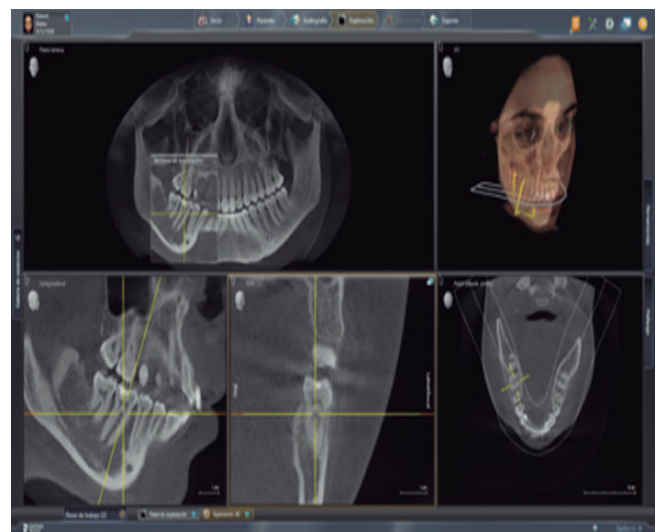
Tomografía de haz cónico en la que se analiza la pieza 46.
